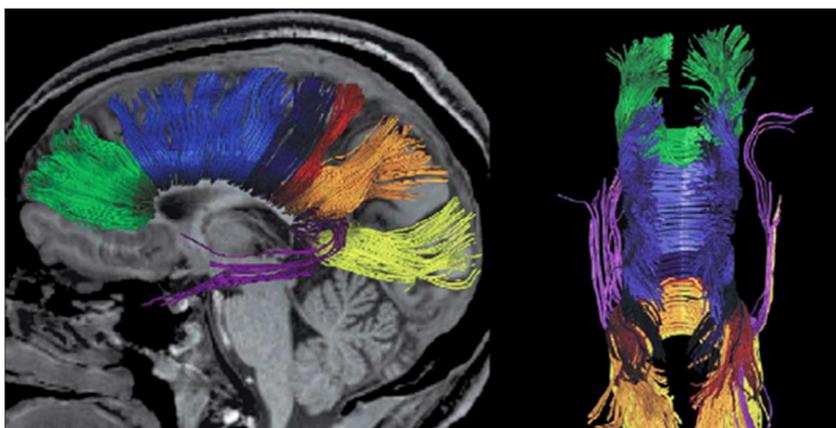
Tratos e fibras transcalosas vistas em uma tractografia, obtida por imagens DTI de RM. Reconstrução de fibras projetadas do lobo frontal representadas em verde. Área pré-motora e motora suplementar em azul escuro. Córtex sensitivo primário em vermelho, lobo parietal em laranja, lobo occipital em amarelo, e o lobo temporal em violeta. A: vista sagital. B: vista superior
